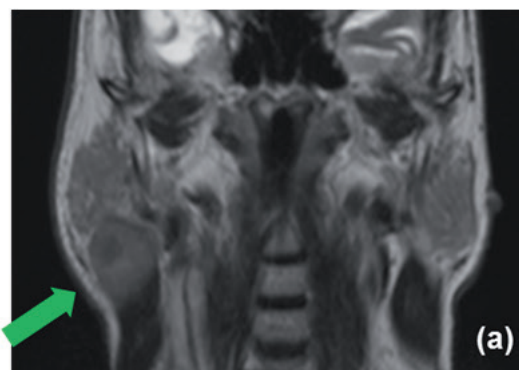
Cortes coronales de RM, secuencia T2 (a) y secuencia STIR (b). Paciente con antecedente de linfoma de bajo grado. Se visualiza lesión nodular, heterogénea en la cola de la glándula parótida derecha, de señal muy similar a la de la glándula en T2 (flecha verde), la misma resulta muy evidente al saturar la grasa parotídea normal (flecha roja).
